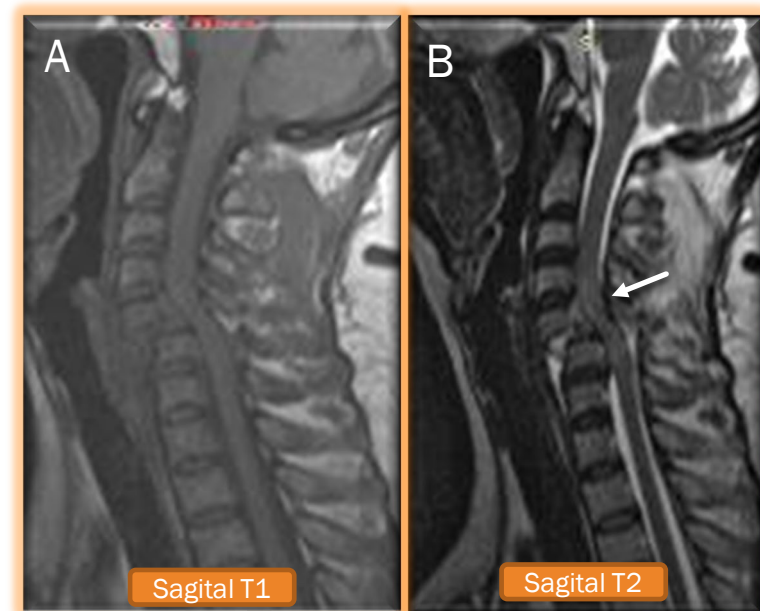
RM de columna cervical. (A) Sagital T1 (B) Sagital T2. Se observa edema difuso de la medula espinal con una extensión de aproximadamente 15 mm (flecha larga blanca). Demostrada por la alta intensidad de señal a nivel de C6-C7 en paciente con accidente automovilístico y luxación del disco intervertebral C6—C7 con compresión del canal espinal.
